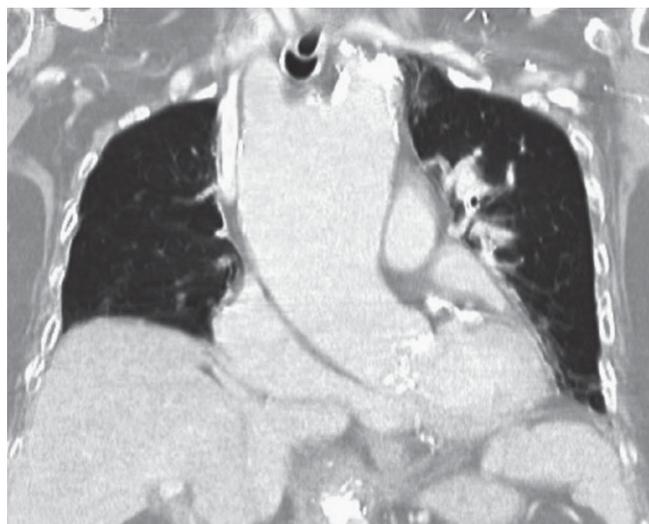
Corte coronal por tomografia computadorizada, sendo possível visualizar o local de compressão da via aérea.
